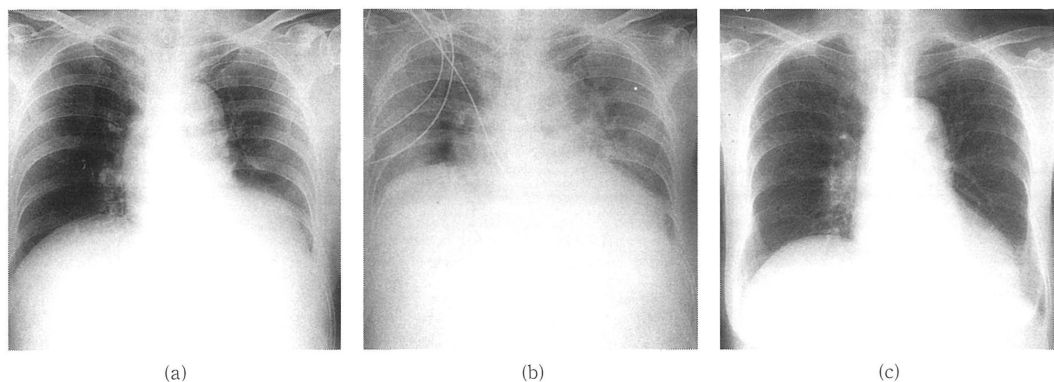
a) Chest X-ray film (supine) on admission.
